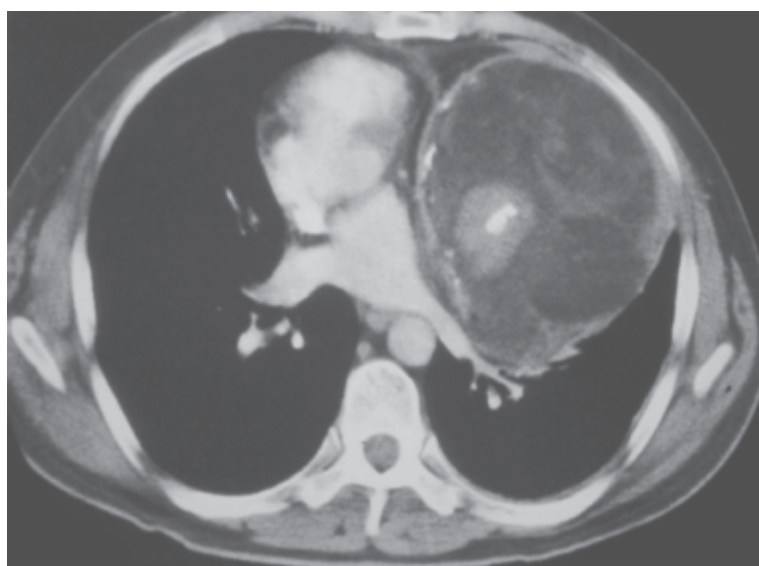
Teratoma. Tomografia computadorizada de tórax com massa mediastinal (teratoma).
